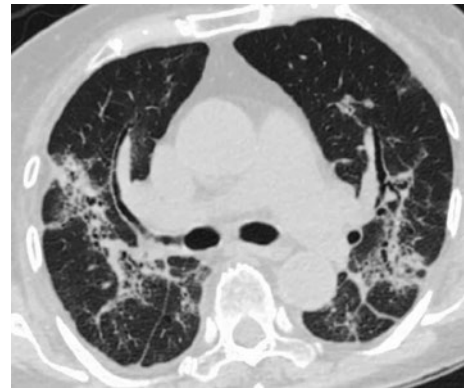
再発時胸部単純CT。前回と同様に、両側肺野に斑状に分布するconsolidationを認め、その内部には牽引性気管支拡張を伴っていた。気管支血管束と小葉間隔壁も肥厚し、わずかな胸水を伴っていた。
